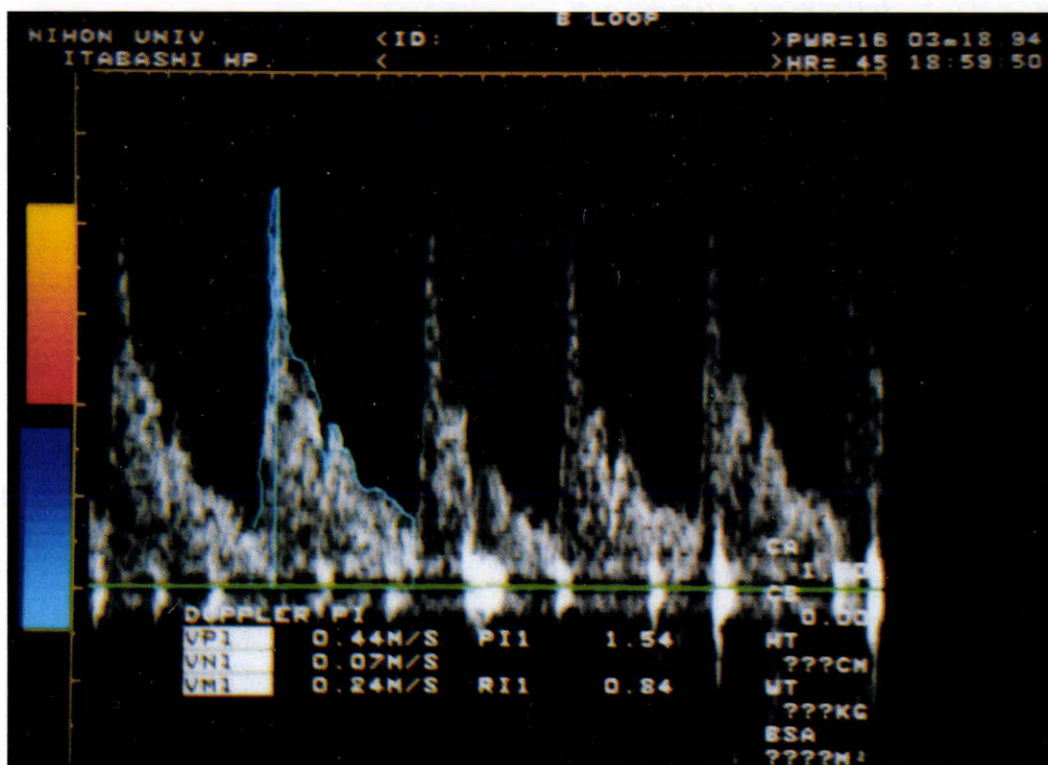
超音波カラー・ドップラー法の眼動脈血流速度測定結果。
